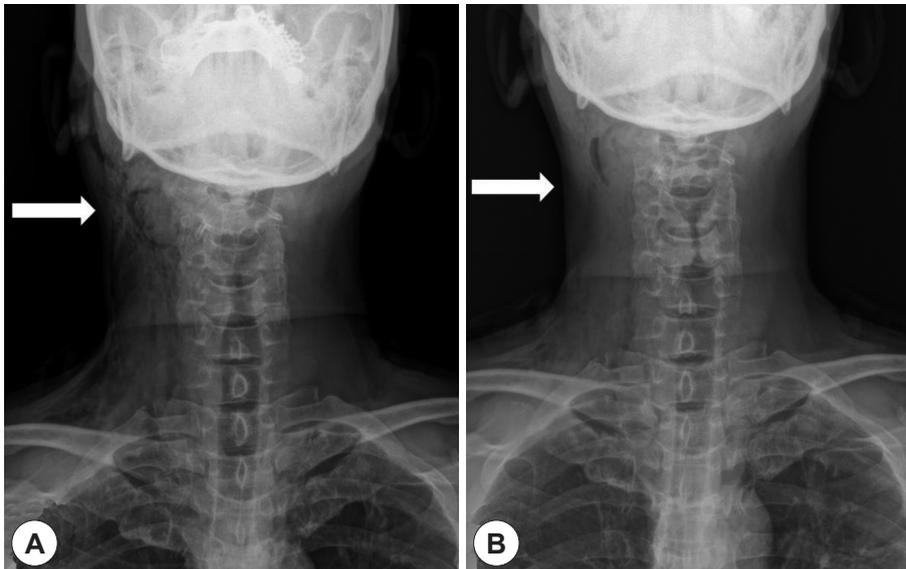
Anteroposterior neck radiographic images during hospital stay. A : Radiographic image showing subcutaneous emphysema in the right side of neck on the first day after surgery. B : Radiographic image. The subcutaneous emphysema was improved on the second day after surgery.
